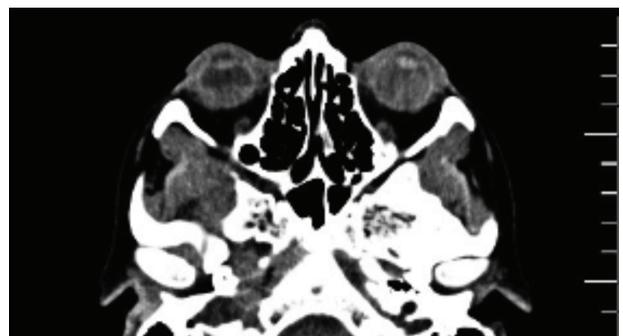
Tomografia computadorizada das órbitas em corte axial
